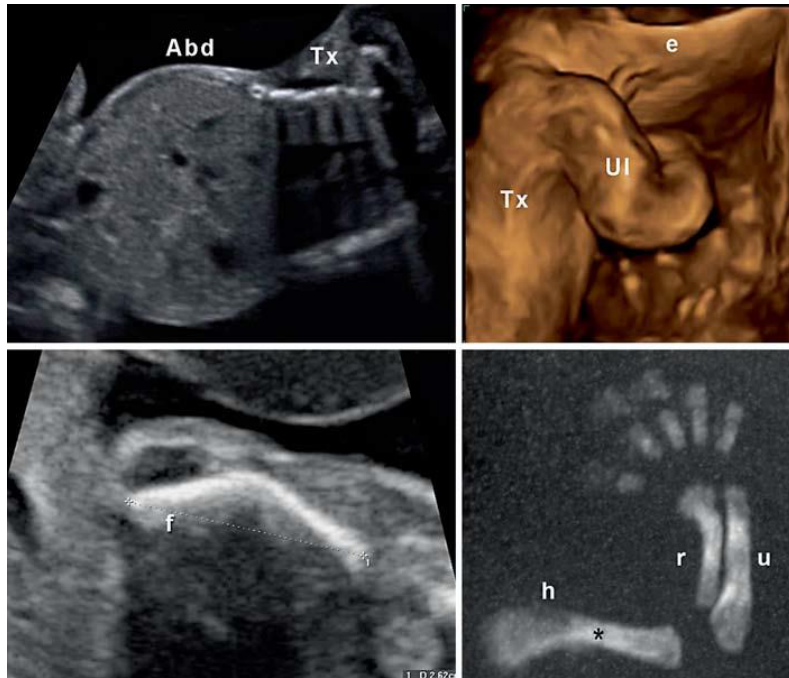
Caso 4: Osteogênese Imperfeita tipo II. Abd = Abdômen; Tx = tórax; Ul = membro superior; e = orelha; h = úmero; u = ulna; r = raio; f = fêmur. A- Ecografia 2D mostra: tórax estreito. B- Eco 3D pré-natal: arqueamento do membro superior direito. C- Eco 2D pré-natal: encurvamento do fêmur. D- 3D-TC pré-natal: encurtamento e encurvamento do membro superior. Note-se também a fratura do úmero (*).(23)
